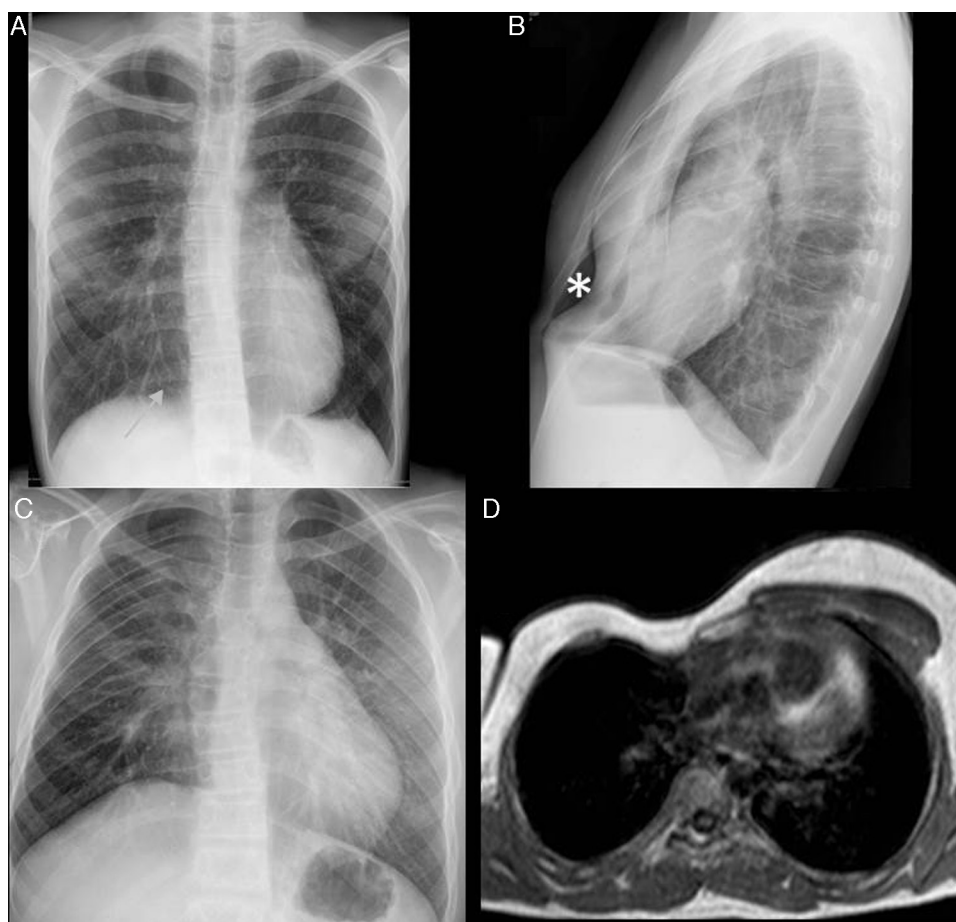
Anomalías de la caja torácica. A y B) Niño de 13 años de edad con *pectus excavatum*. Radiografías posteroanterior y lateral de tórax, que muestran una disminución del diámetro anteroposterior de la caja torácica que produce una falsa imagen de síndrome de lóbulo medio (flecha) y pseudocardiomegalia. El diagnóstico correcto se realiza al visualizar la depresión esternal en la proyección lateral (asterisco). No obstante, existen datos en la proyección frontal, como la orientación vertical de las costillas anteriores y la horizontal de los arcos posteriores, que junto con lo anteriormente descrito ayudan al diagnóstico. C y D) Niño de 12 años de edad con síndrome de Poland. Radiografía posteroanterior de tórax (C) y resonancia magnética potenciada en T2 eco de gradiente, corte transversal (D). Hipertransparencia del hemitórax derecho, con menor densidad de las partes blandas en comparación con el contralateral, debido a una aplasia del músculo pectoral mayor.
